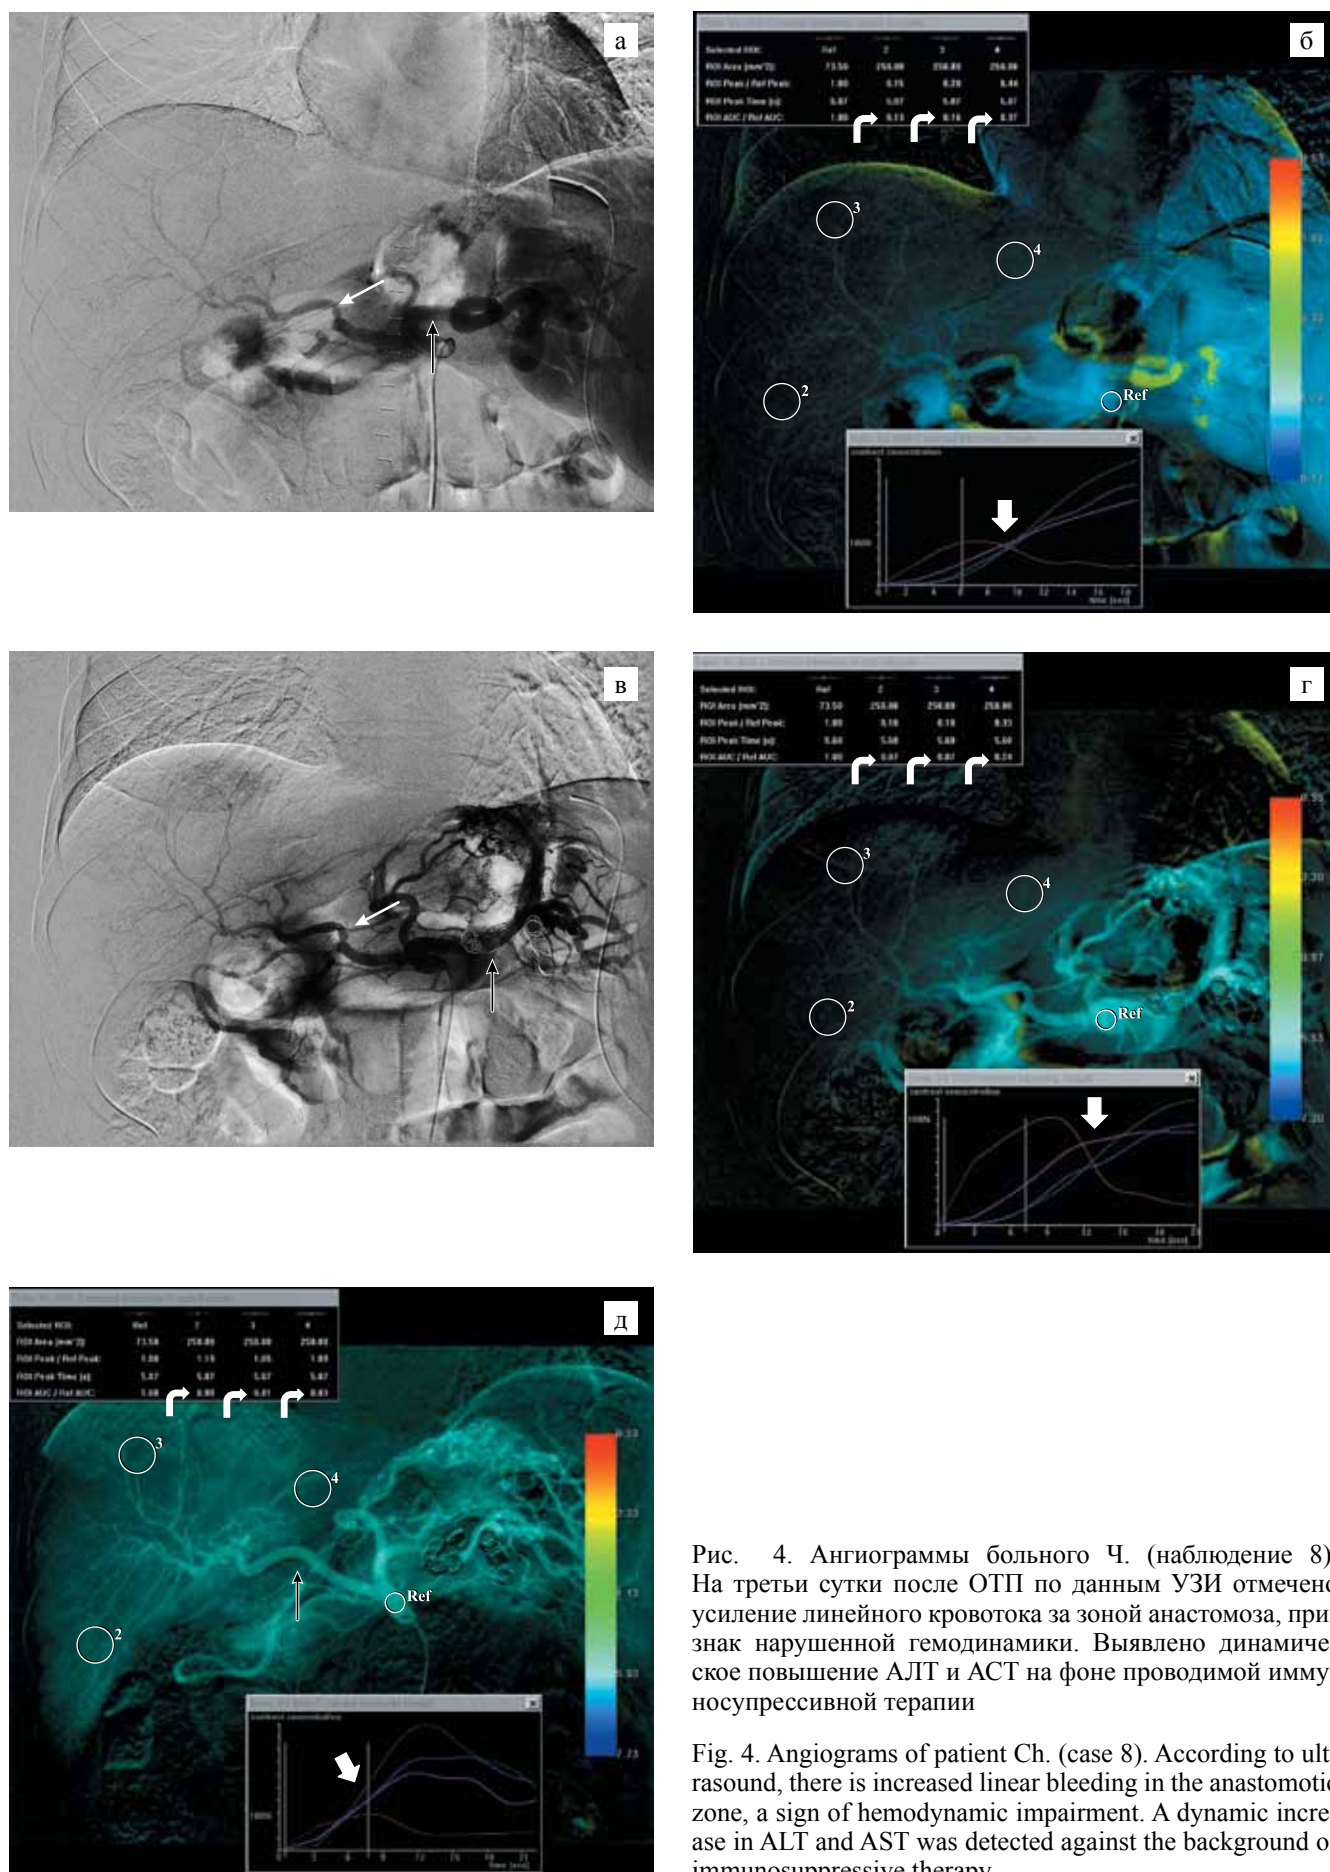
Ангиограммы больного Ч. (наблюдение 8). На третьи сутки после ОТП по данным УЗИ отмечено усиление линейного кровотока за зоной анастомоза, признак нарушенной гемодинамики. Выявлено динамическое повышение АЛТ и АСТ на фоне проводимой иммуносупрессивной терапии
